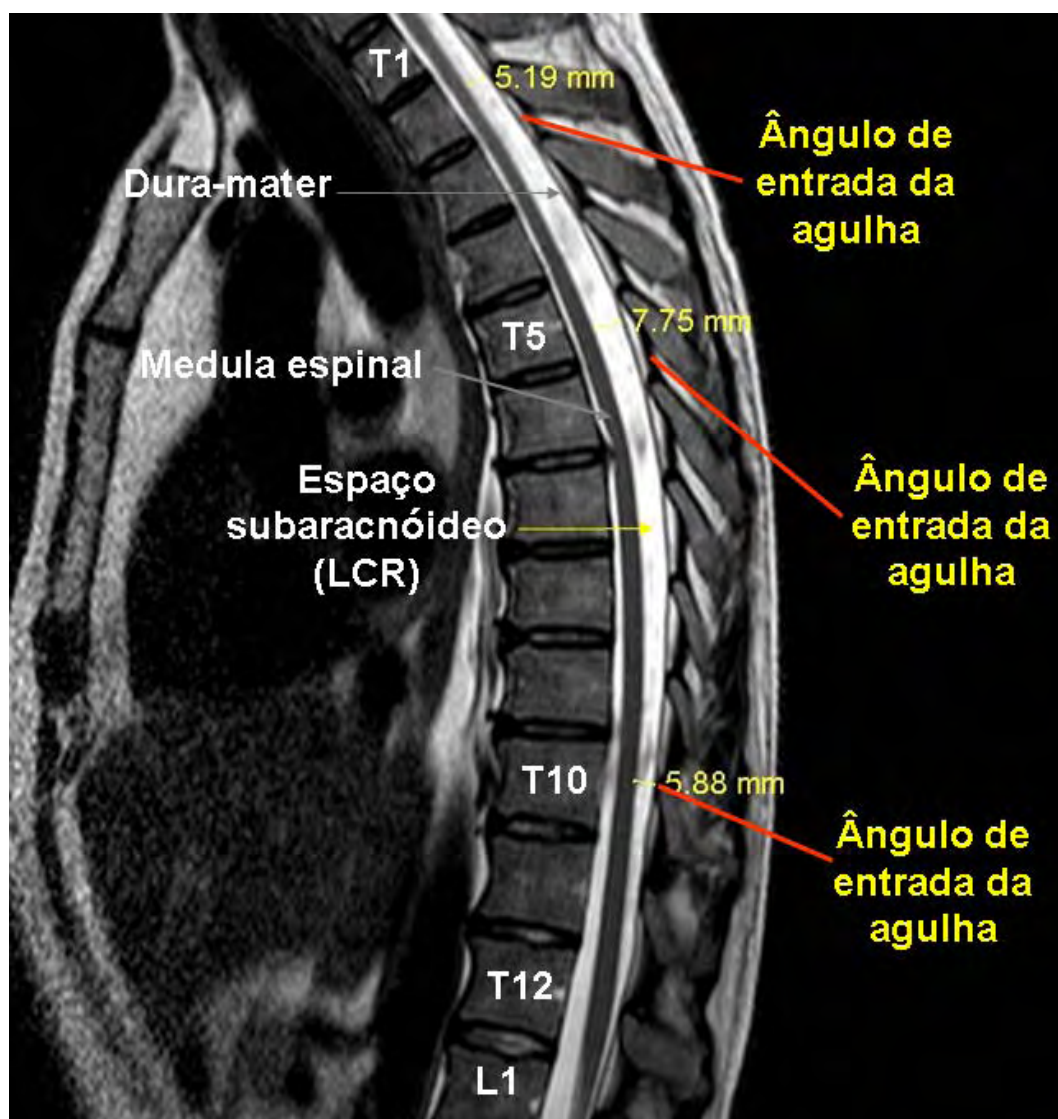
Ressonância magnética de imagem da coluna vertebral e medula espinal nas regiões cervical, torácica e lombar. Ângulos de entrada da agulha no 2º, 5º e 10º segmentos vertebrais torácicos.
